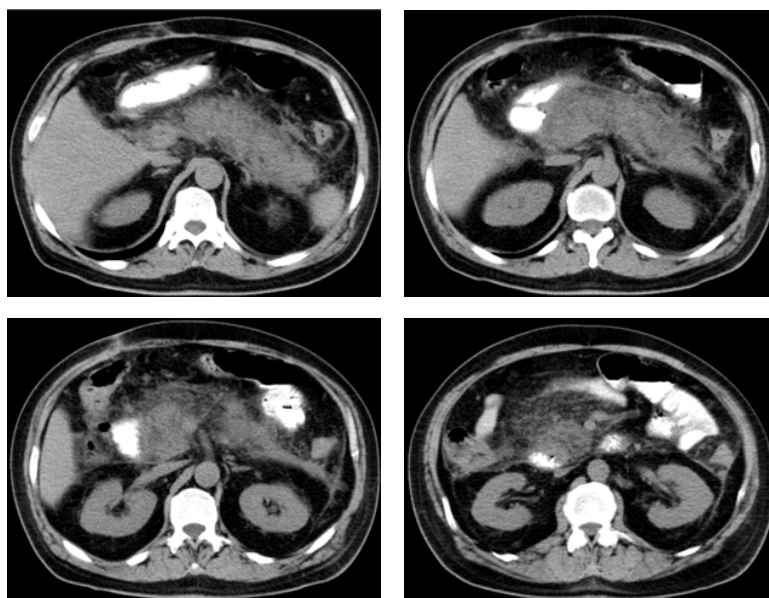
РКТ с *per os* контрастированием. Острый панкреонекроз. Определяется тотальное, достаточно равномерное увеличение железы в размерах поджелудочной, «размытость» ее переднего контура в сочетании с понижением КТ-плотности, гидрофильная инфильтрация паранепанкреатической жировой клетчатки по типу «dirty fat», утолщение фасции Герота, паранефральная жировая клетчатка не изменена, контуры контрастированной 12-перстной кишки умеренно компримированы
